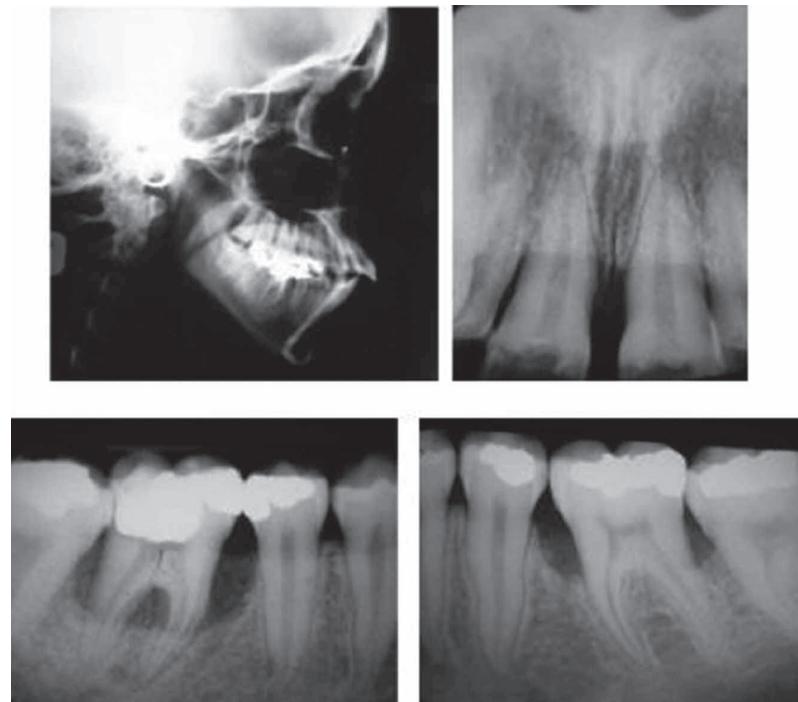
Radiografías iniciales
